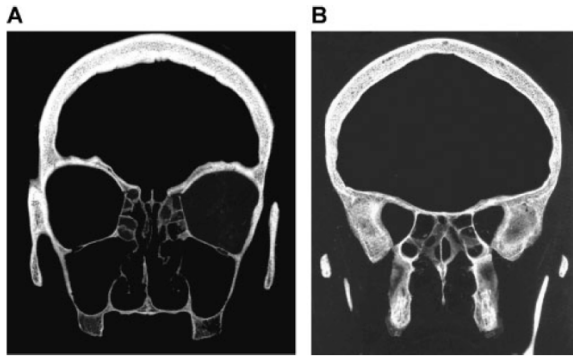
(A) TAC que muestra la forma de la orbita cuadrangular en la zona anterior orbitaria (B) forma triangular en la región orbitaria posterior.
